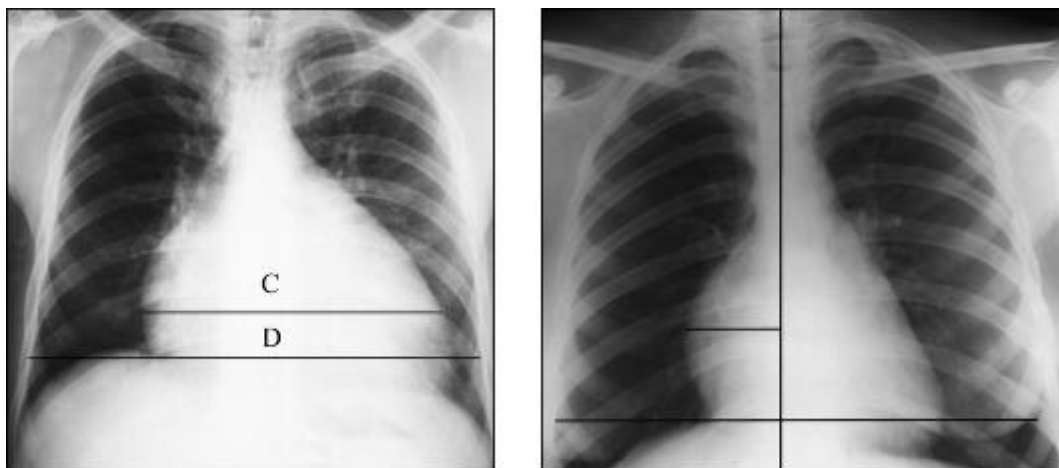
Рентгенограма у прямій у прямій проекції
